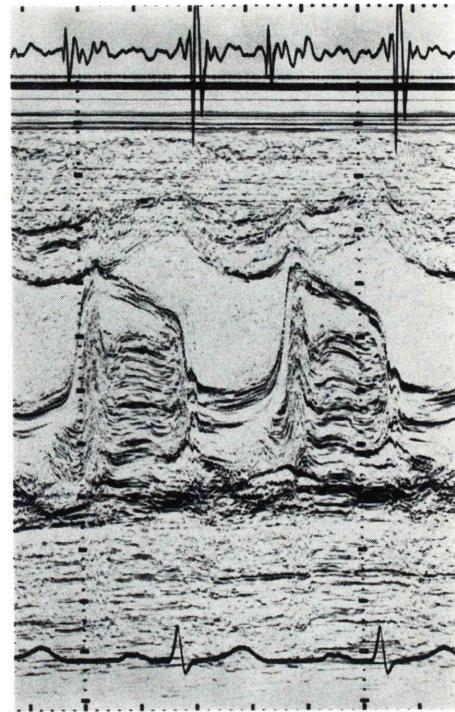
M-mode echocardiography shows multiple echo mimic left atrial myxoma.
